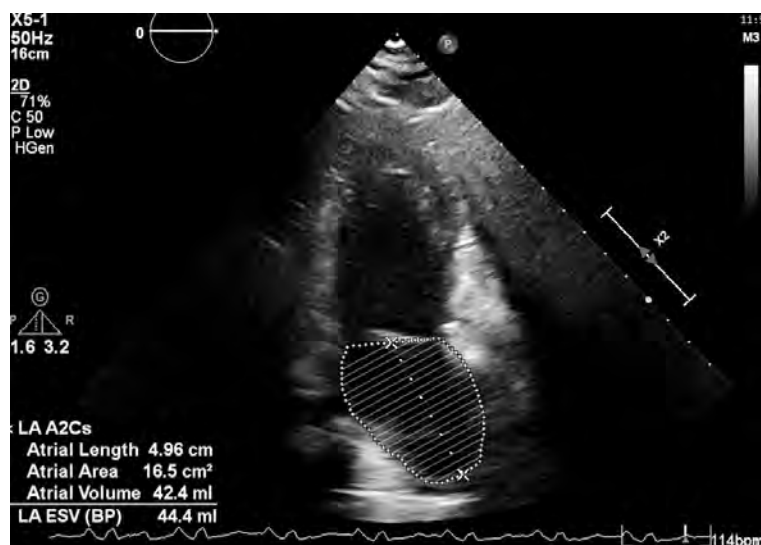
Эхокардиография через 6 месяцев после операции.
